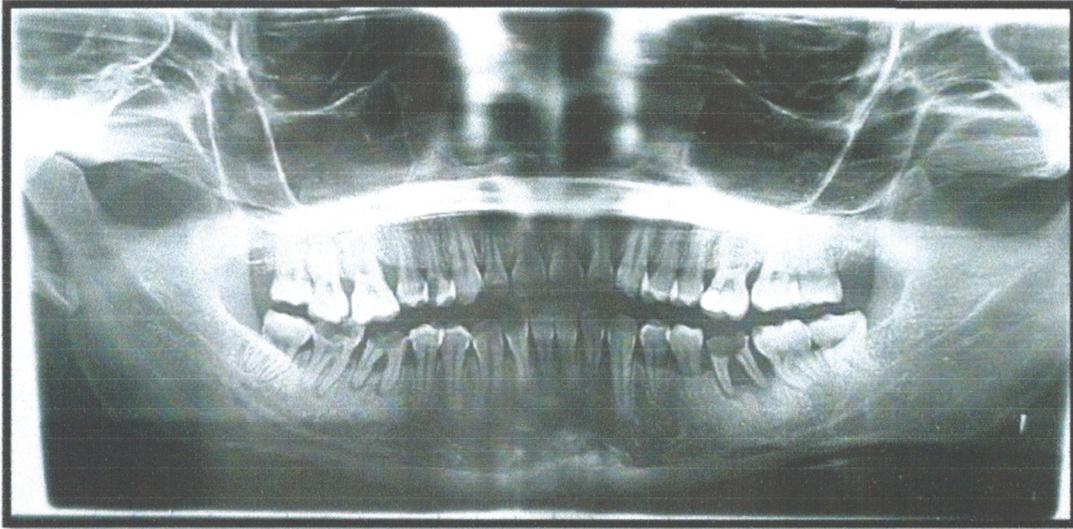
la radiographie panoramique dentaire (examen complémentaire)
